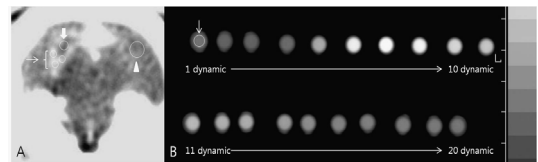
The ROI location of dynamic CT and blood sample image.
